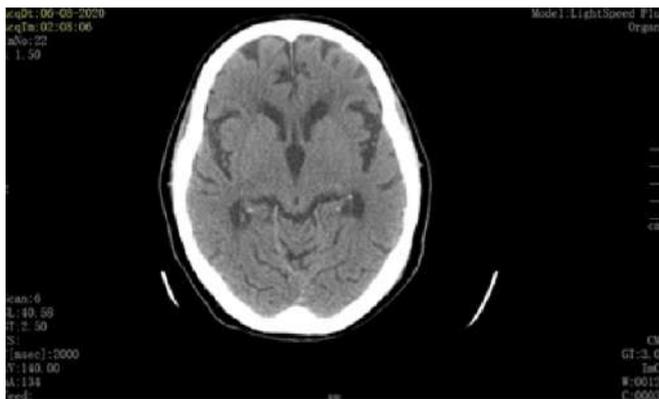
Tomografia Computadorizada Crânio-encefálica (06/08/2020).
